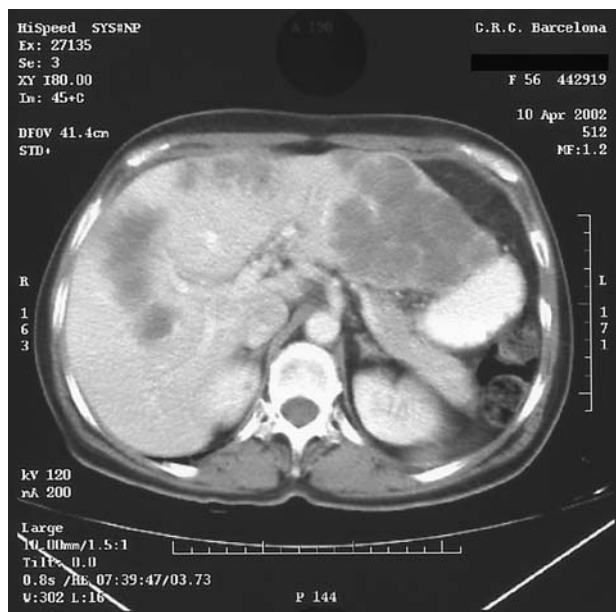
Tomografía computarizada abdominopélvica de la enfermedad inicial: afección sincrónica de casi todos los segmentos hepáticos por metástasis de cáncer colorrectal.
